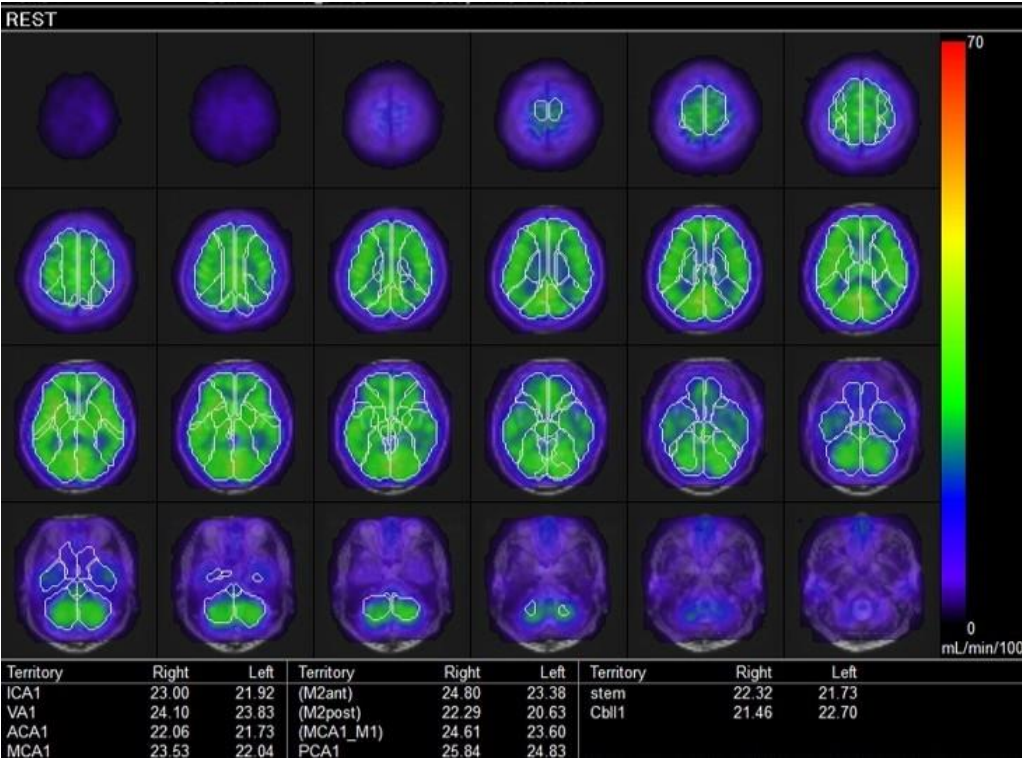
SPECT から得られた局所脳血流の分布.
